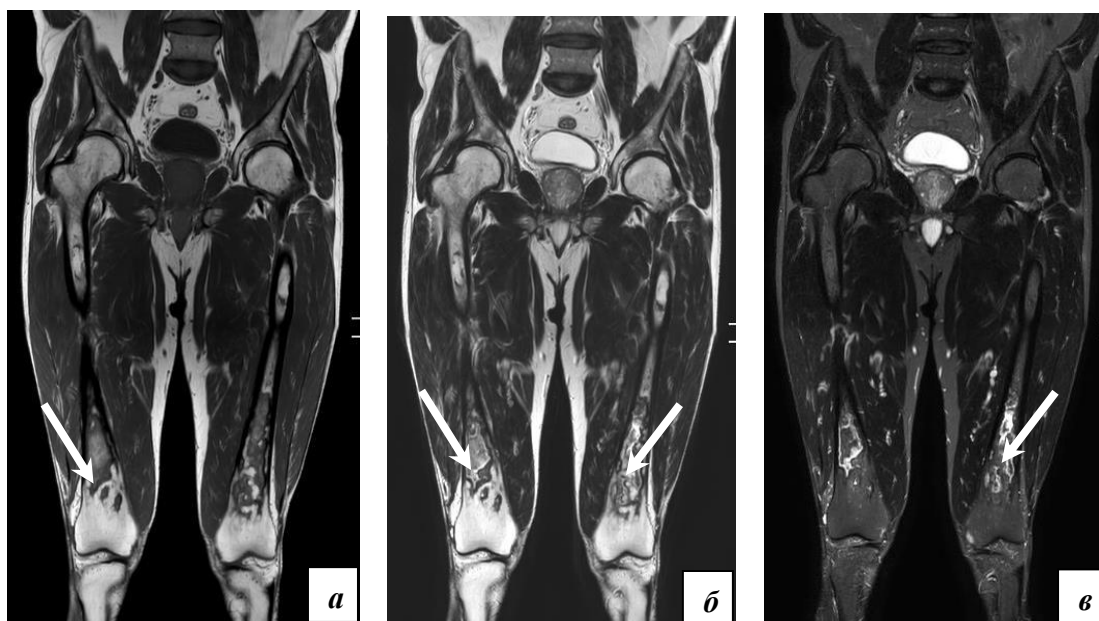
МРТ бедренных костей в корональной проекции (а: T1-ВИ, б: T2-ВИ, в: STIR режимы). Медуллярный остеонекроз в диафизах бедренных костей.
